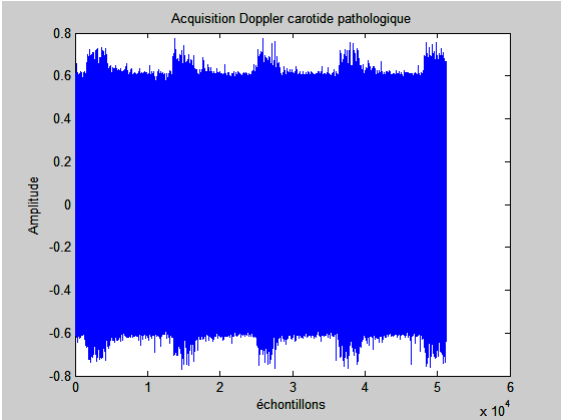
Signal ultrasonore Doppler de l'artère carotide (cas pathologique).
